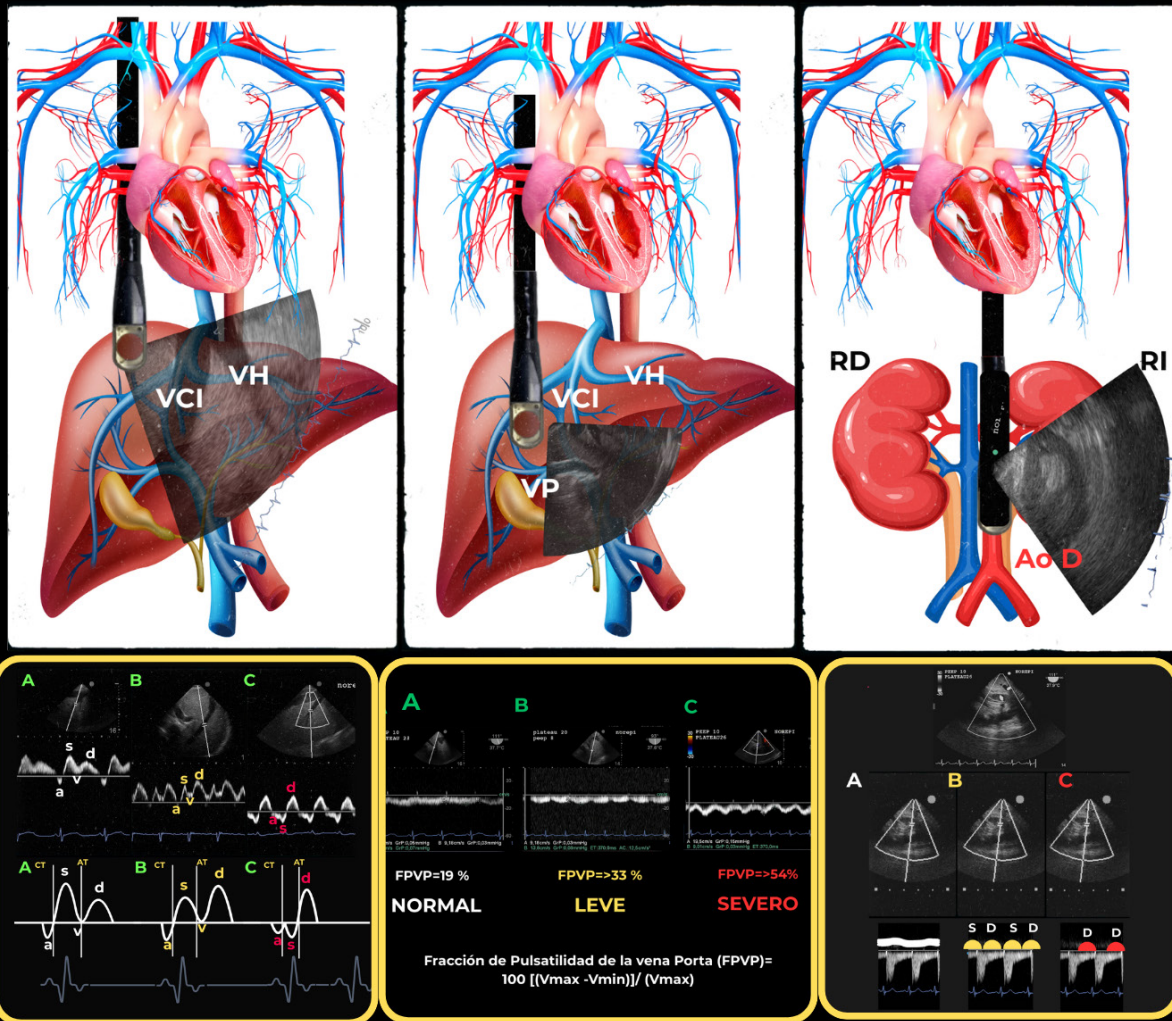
Representación esquemática de la VCI, VP y VIR obtenidas mediante ETE con su respectiva interpretación con *doppler* espectral.
